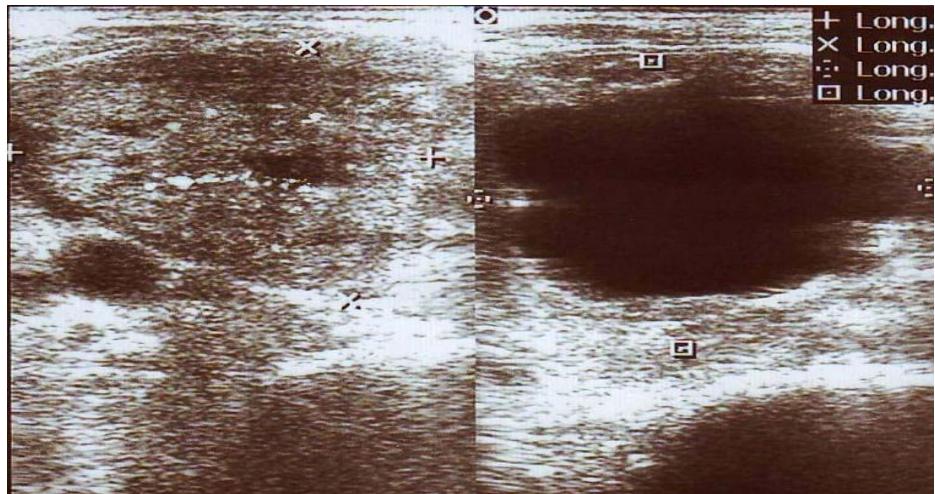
échographie thyroïdienne montrant un lobe gauche qui siège de nodules à grande partie kystisée, avec présence de multiples calcifications.
